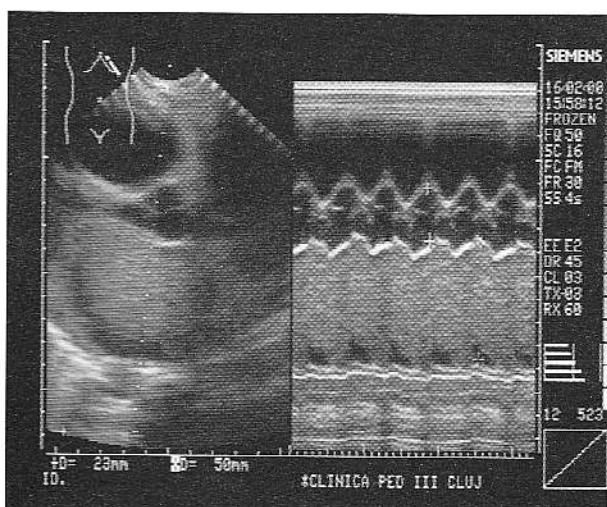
Parasternal ax lung – ecografie 2D (stânga); modul M (dreapta): mixomul ocupă aproape complet cavitatea atrială stângă.
